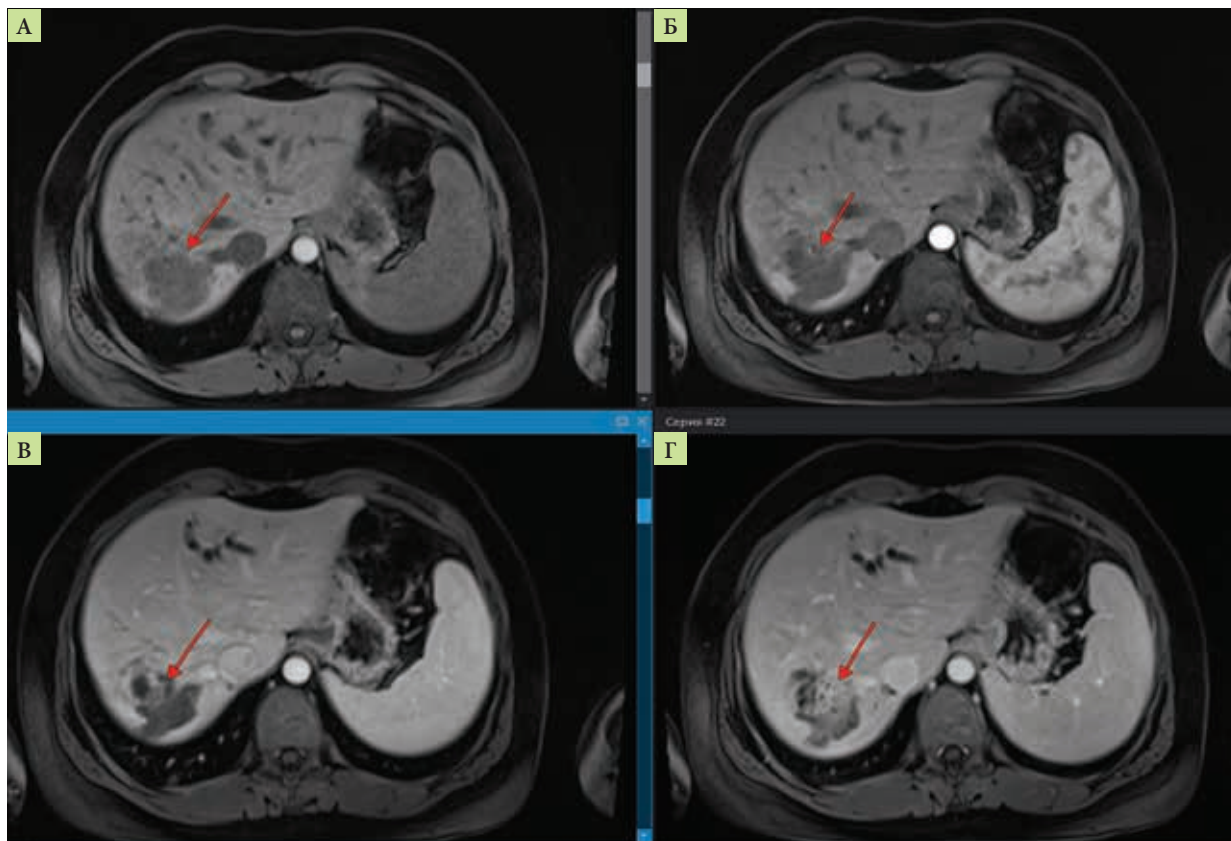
МРТ брюшной полости, фазы контрастирования (аксиальная плоскость): А – преконтраст; Б – артериальная фаза; В – венозная фаза; Г – отсроченная фаза
